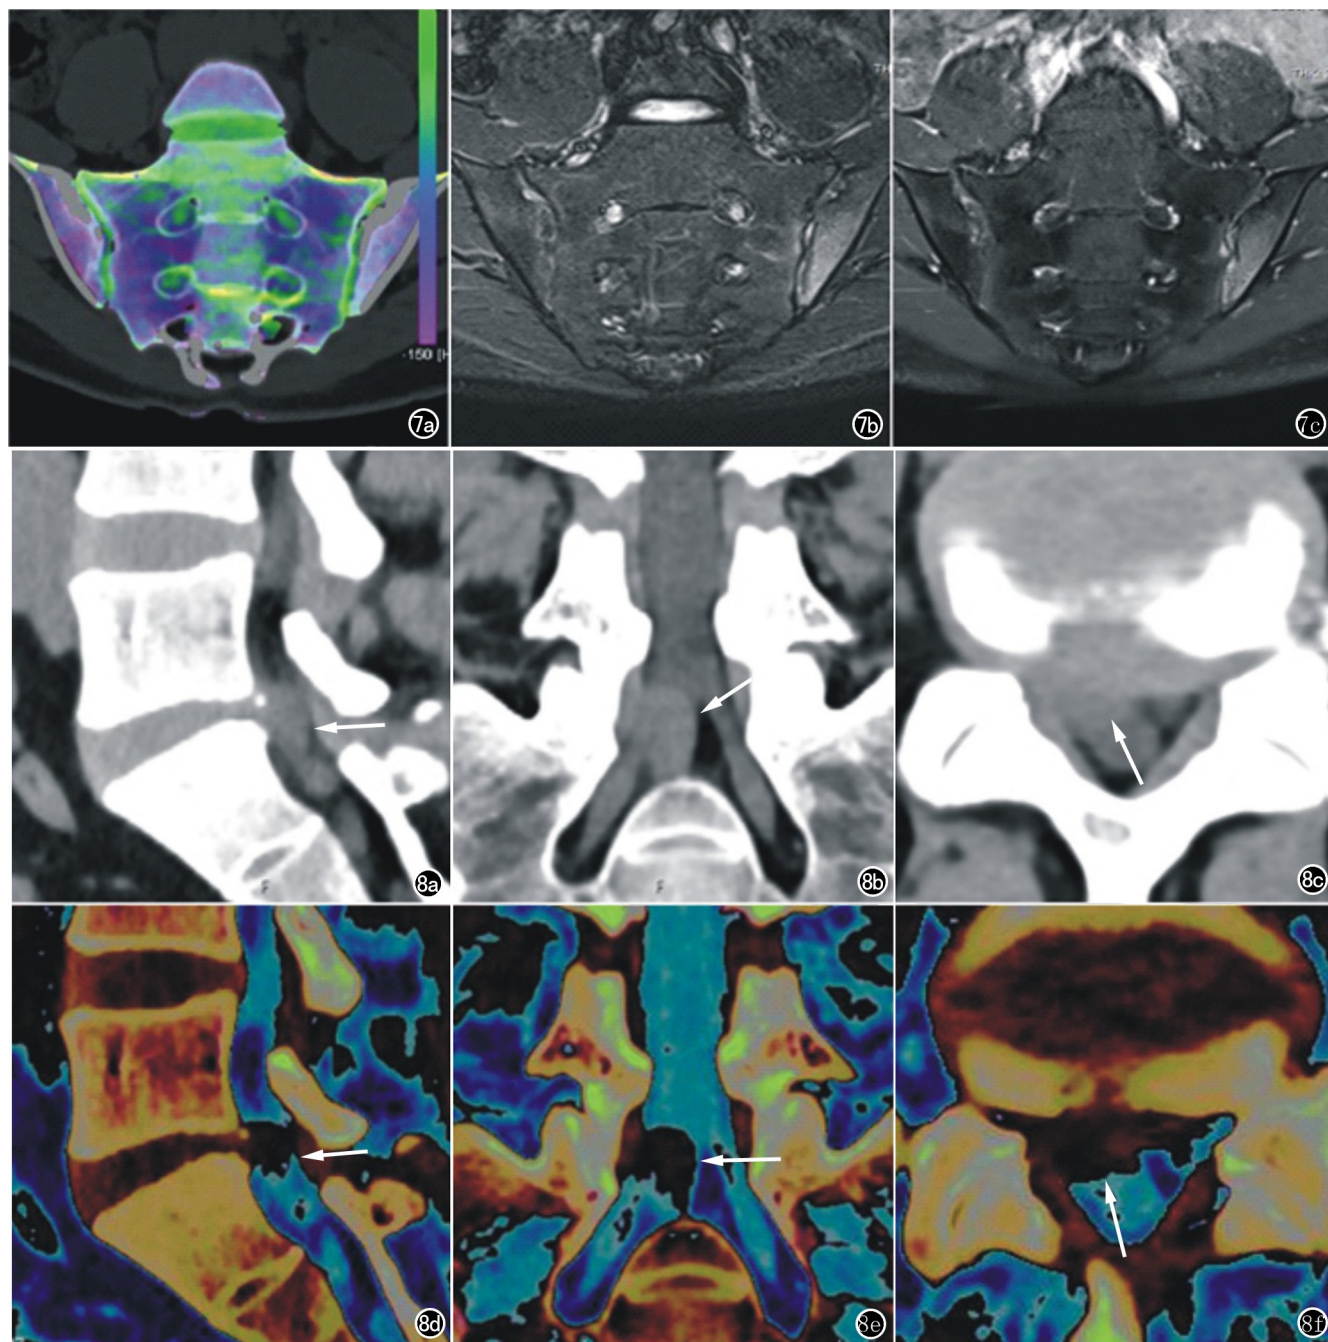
患者,男,16 岁,强直性脊柱炎病史。a) 双能量彩色编码斜冠状面重建图示两侧骶髂关节伪彩颜色异常,呈绿色; b) MRI STIR 斜冠状面图示两侧骶髂关节面可见片状高信号; c) T₁WI 压脂增强斜冠状面图示双侧骶髂关节明显强化,提示炎症改变。 图 8 患者,男,36 岁,右侧腿痛加重半年。a) CT 矢状面重建图示 L₅/S₁ 椎间盘的突出(箭); b) CT 冠状面重建图示 L₅/S₁ 椎间盘突出的髓核(箭)与硬膜囊相比,呈稍高密度; c) CT 轴面图示 L₅/S₁ 椎间盘突出伴硬膜囊的受压(箭),突出的髓核与周围组织境界显示欠清晰; d) 双能量彩色编码矢状面重建图示 L₅/S₁ 椎间盘的突出(箭)较 a 更为直观; e) 双能量彩色编码冠状面重建图示 L₅/S₁ 椎间盘突出的髓核(箭)与硬膜囊的对比较 b 更显著; f) 双能量彩色编码轴面重建图示 L₅/S₁ 椎间盘突出伴硬膜囊的受压(箭),突出的髓核与周围组织境界显示清晰。
